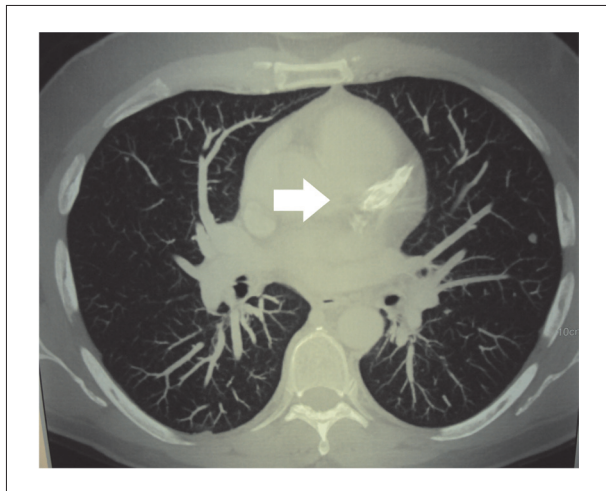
Tomografía de tórax reveló área cardíaca y trama vascular pulmonar normales. Opacificaciones en la imagen cardíaca (flecha) fueron posteriormente confirmadas como siendo resultantes de aneurismas gigantes calcificados de las arterias coronarias.
